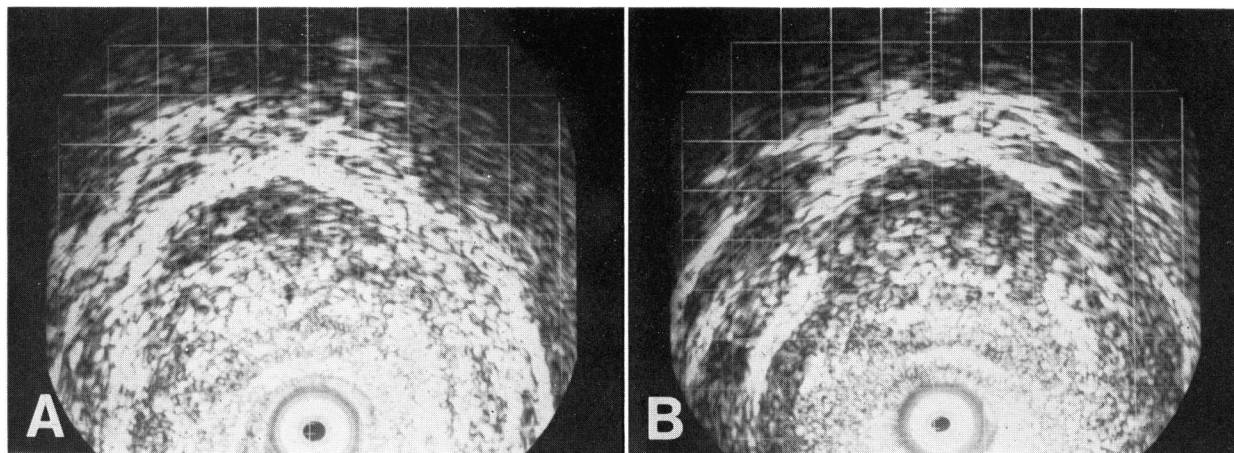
Ultrasonography (Case 4) (A) Pretreatment (B) Posttreatment
